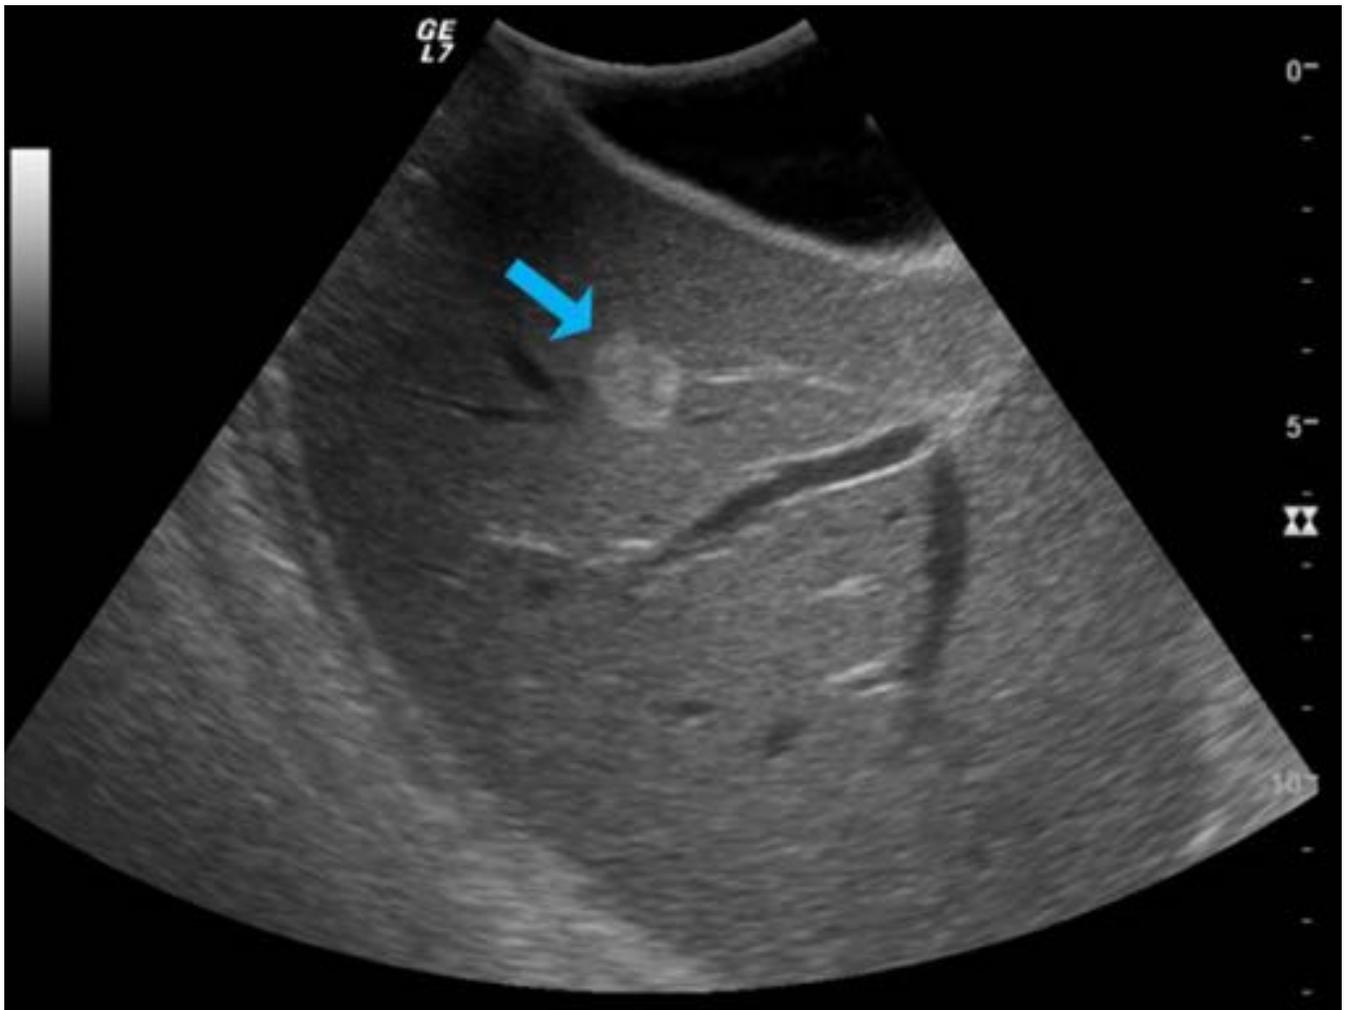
Hemangioma típico. Ecografía hepática intraoperatoria basal de paciente diagnosticado de cáncer de recto. Se identifica una lesión hiperecogénica y bien delimitada en segmento V.
